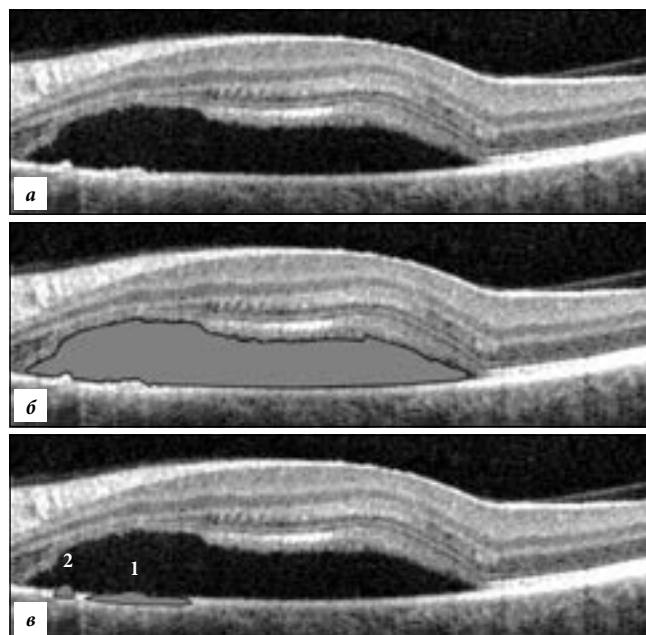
Репрезентативные примеры трех классов патологических изменений, размеченных на кросс-секционном скане оптической когерентной томографии в среде CVAT:
